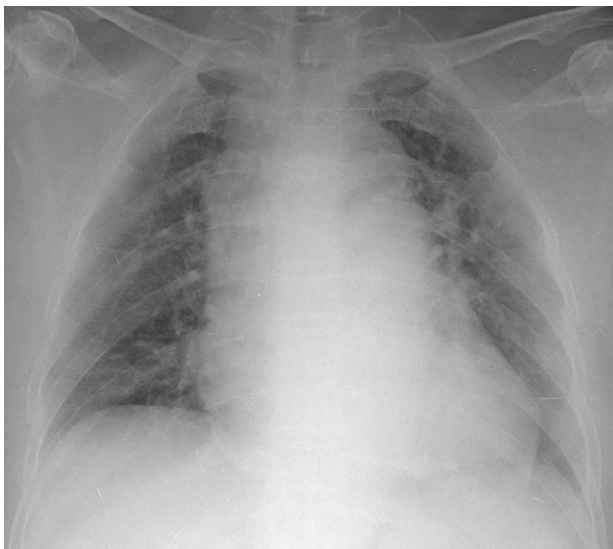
Chest AP X-ray shows mild cardiomegaly.
